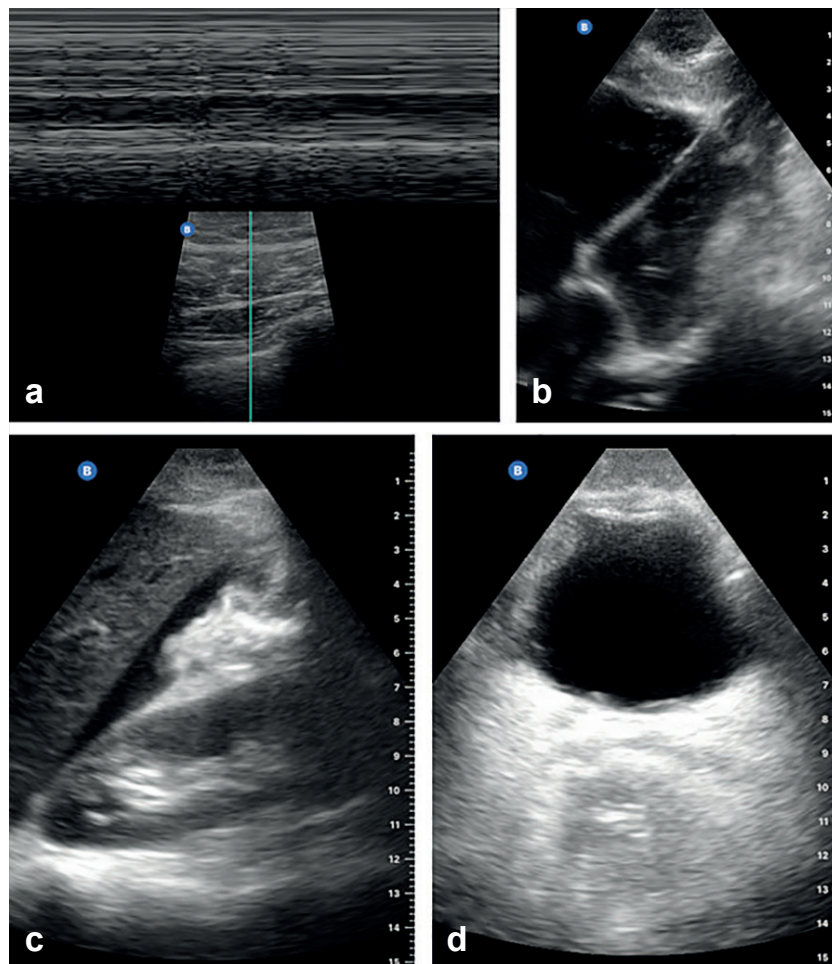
Findings with the use of E-FAST protocol using the portable ultrasound machine (Butterfly iQ+, Butterfly Network Technologies, USA). a. M-mode barcode sign, linear lung scan; b. Subxiphoid ultrasound showing four-chamber cardiac window; c. Morrison's pouch ultrasound with positive identification of free fluid; d. Transverse suprapubic ultrasound showing four-chamber cardiac window. Subxiphoid ultrasound showing the four-chamber cardiac window.
